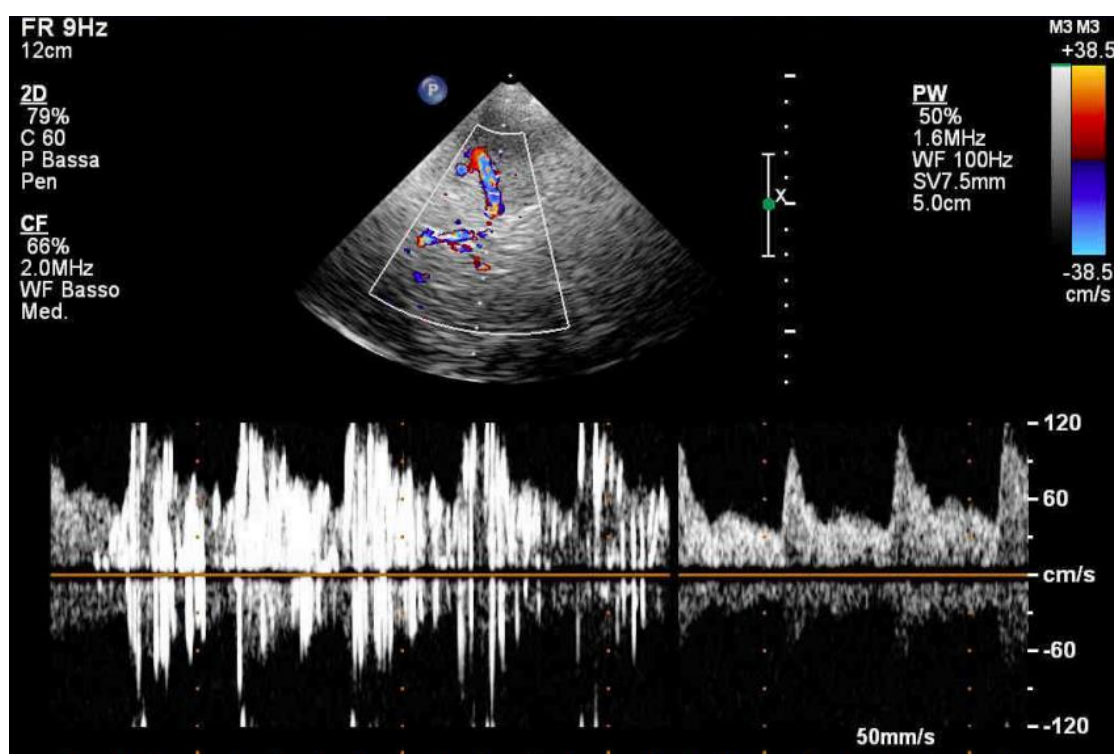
Esempio di valutazione con ecodoppler transcranico
